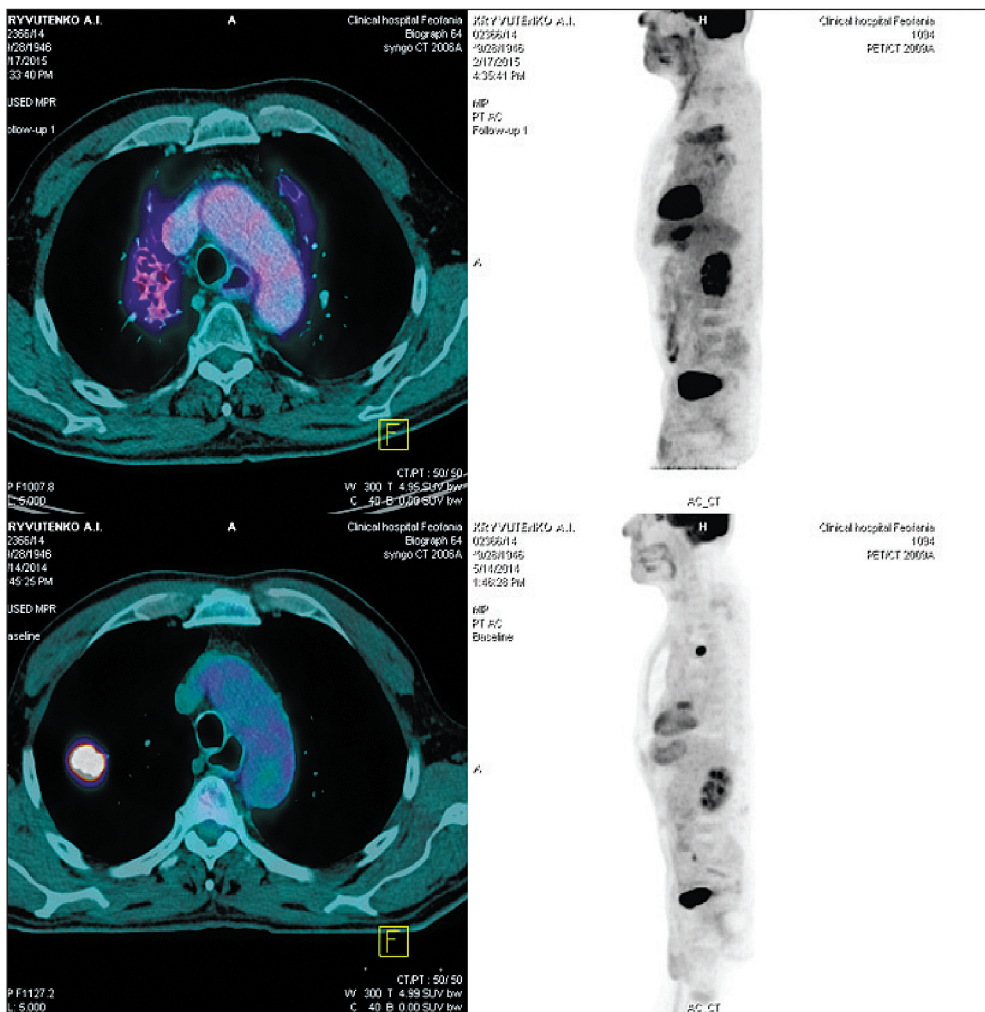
ПЕТ/КТ-зображення метастазу ДРЩЗ в ліву легеню
